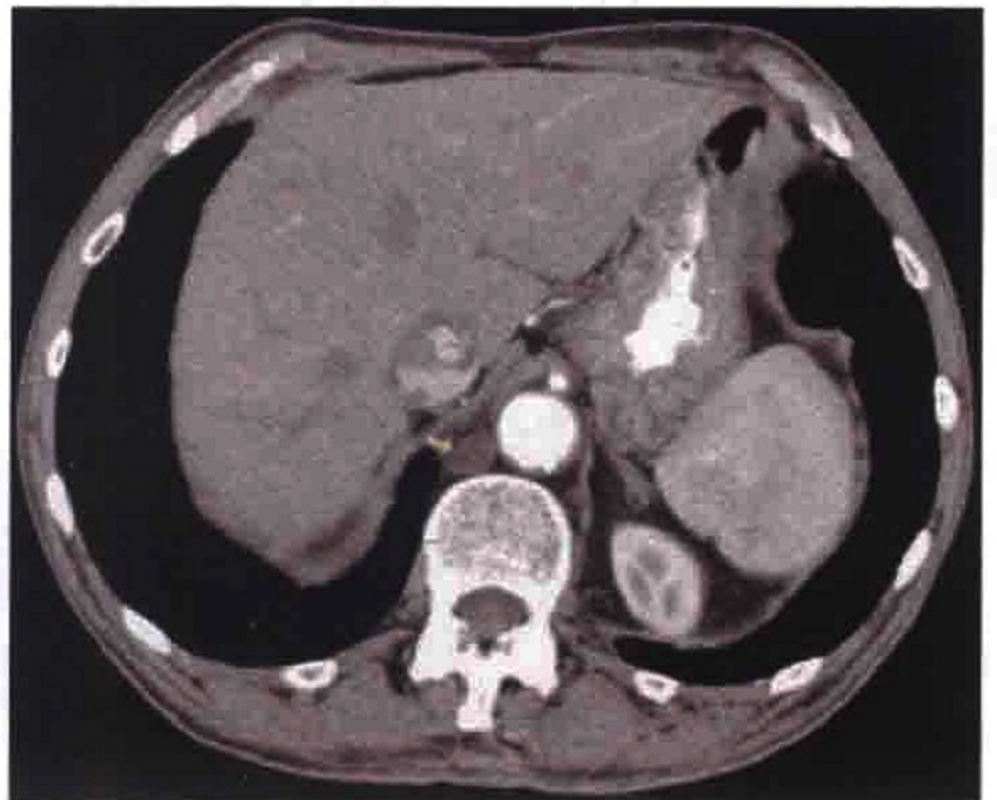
横轴位 CT 图像示膈脚后乳糜池局限性膨大（箭）、呈低密度
